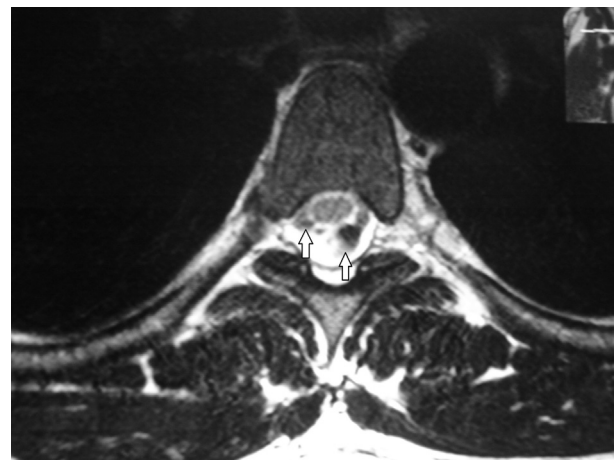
RM de columna dorsal, corte axial, en ponderación T2: dentro del saco tecal y detrás de la médula espinal, se distinguen imágenes tubulares hipointensas que corresponden a artefactos de pulsación del líquido ceforraquídeo (flechas). No deben confundirse con estructuras vasculares.
